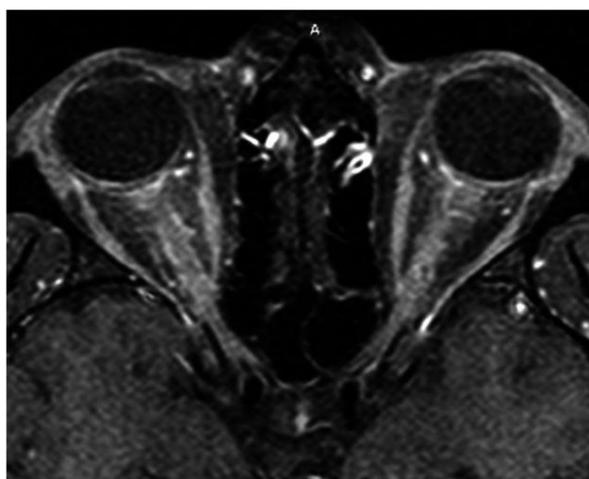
RM axial con supresión grasa en T1. Engrosamiento y realce intenso bilateral de nervios ópticos sin llegar a afectar al quiasma óptico (56).
